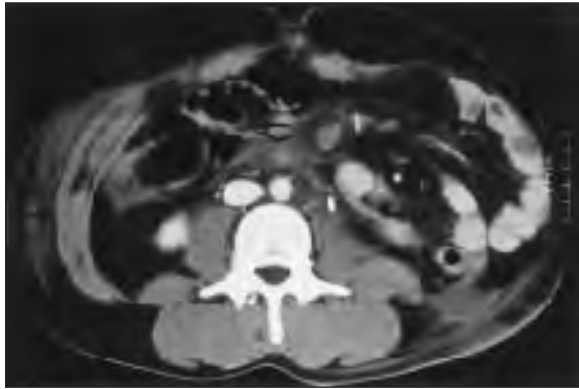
TAC abdominal mostrando en el lado izquierdo asas de intestino delgado a nivel subcutáneo, con gran realce por la captación de contraste, debido a la hipoperfusión. A dicho nivel, se evidencia la ausencia de los músculos, presentes en lado contralateral (flecha larga). Hemoperitoneo (flecha hueca).
